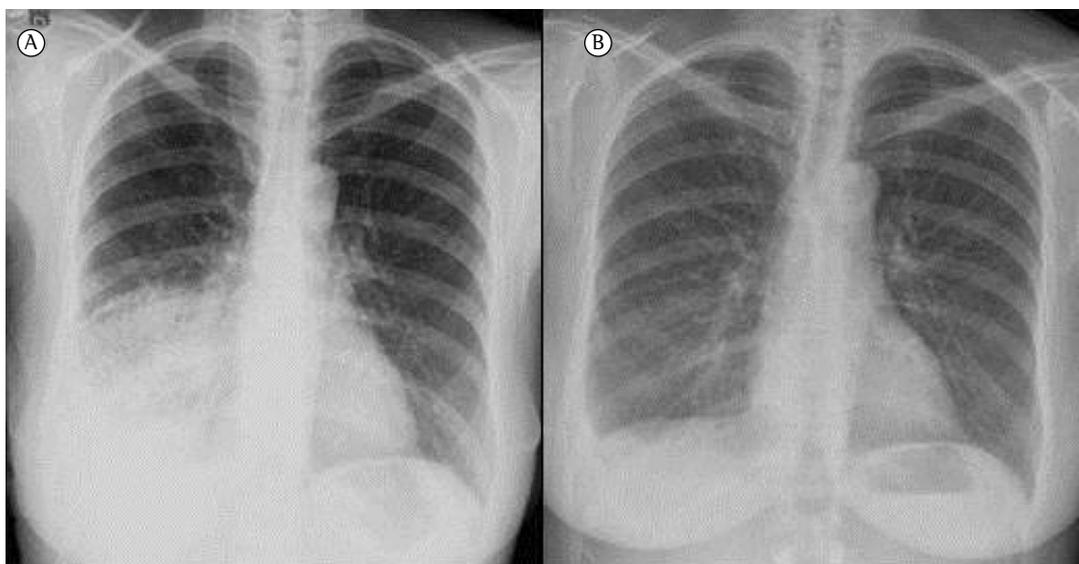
Radiografia de tórax antes do tratamento com sirolimo (em A) e após 12 meses de tratamento com o medicamento (em B), mostrando a resolução do quilotórax.
